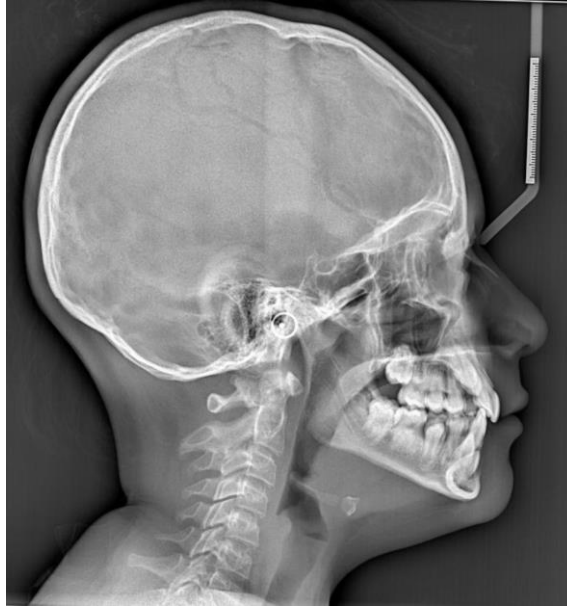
Radiografía lateral de cráneo o telerradiografía Lateral
